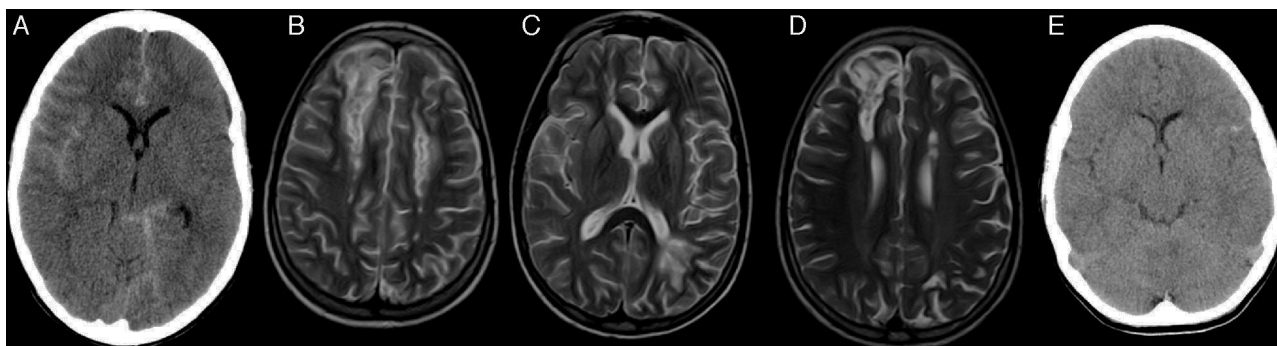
Paciente 1 (A, B, C y D). Imagen de TC de cráneo axial simple donde se evidencia hiperdensidad de los surcos como signo de hemorragia subaracnoidea en la cisura de Silvio del lado derecho, en surcos de la convexidad cerebral, de predominio en el lado derecho y en la cisterna perimesencefálica izquierda (A). Imágenes de RM secuencia TSE T2 axial en el día +27 donde se evidencian lesiones corticosubcorticales frontales bilaterales y lesiones de sustancia blanca profunda frontales bilaterales y parietooccipital izquierda compatibles con toxicidad por ciclosporina (B y C). Imagen de RM TSE T2 axial 6 meses post-TPH donde se evidencian lesiones residuales (D). Paciente 9 (E): imagen de TC de cráneo axial donde se evidencia hiperdensidad de surcos frontotemporales izquierdos como signo de hemorragia subaracnoidea en el día +2.
